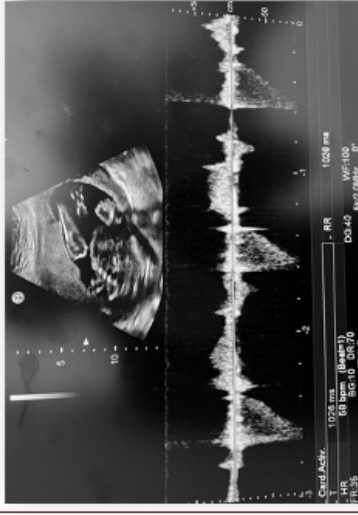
Ultrasonido 2do trimestre evaluando frecuencia cardíaca fetal
